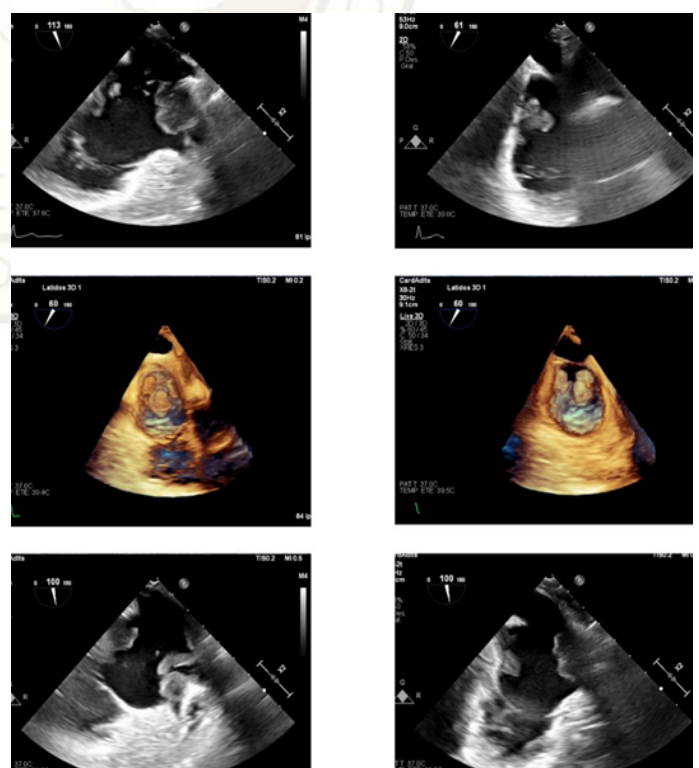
Ecocardiograma transesofágico
